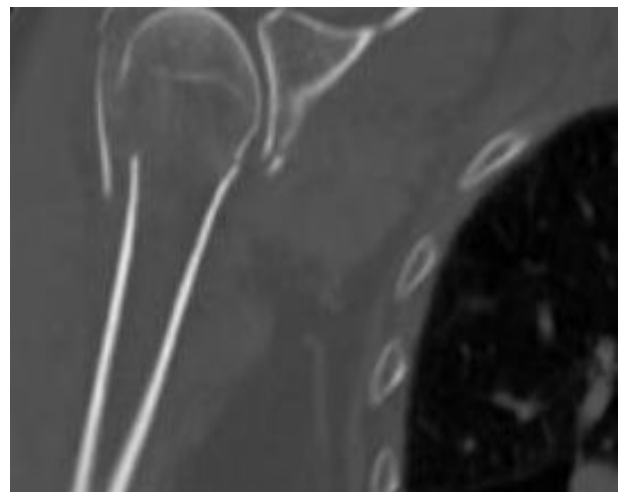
TDM de l'épaule droite (fracture céphalo-tubérositaire complexe impactée en valgus avec ascension du tubercule majeur, conservation d'une charnière postéro interne attenant à la tête supérieure à 8 mm).
